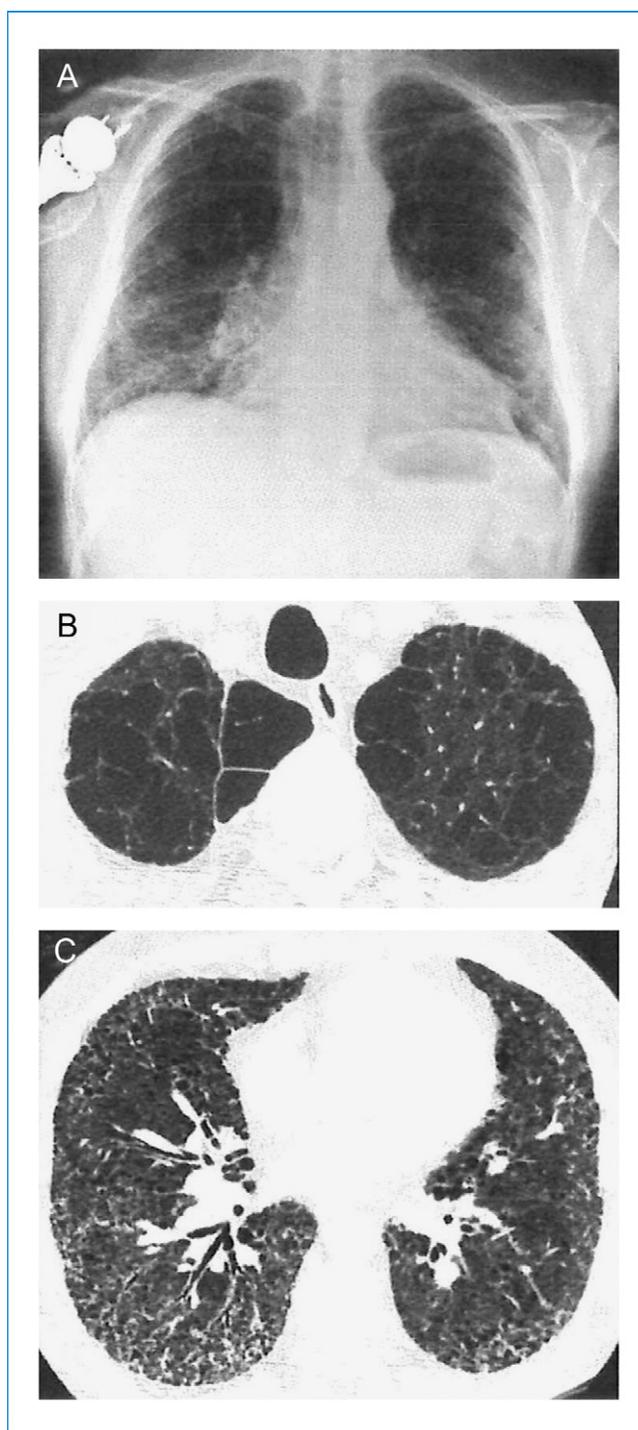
Radiologia di un tipico caso di enfisema associato a fibrosi polmonare. A) La radiografia del torace mostra la presenza di infiltrati bilaterali ai campi polmonare inferiori e un polmone iperlucente ai campi polmonari superiori; B) TC dei lobi superiori, che mostra la presenza di enfisema centrolobulare e parasettale; TC dei lobi inferiori, che mostra la presenza di opacità reticolari, polmone ad alveare e bronchiectasie da trazione.
